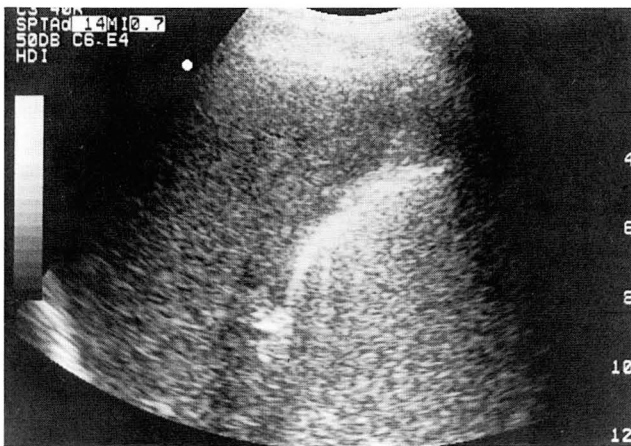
Abdominal ultrasonogram shows a crescentic high echoes in gall-bladder fossa with posterior reverberation, highly suggestive of gas within the gallbladder.
